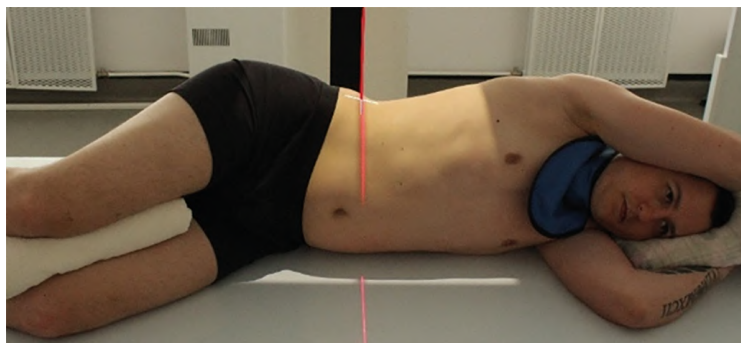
Рентгенография живота. Боковая проекция (горизонтально)
